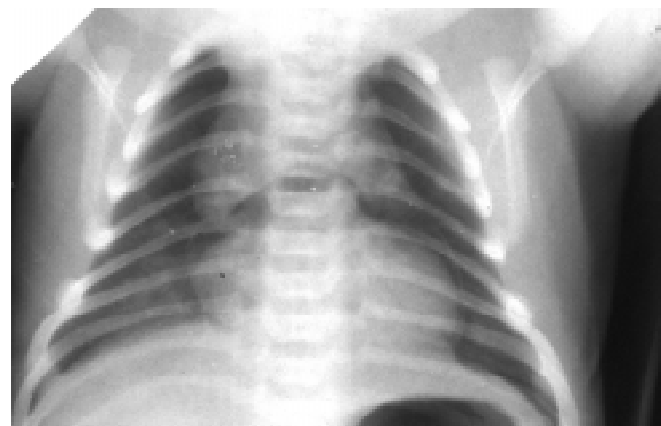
Хворий А., 23 доби. На рентгенограмі ОГК ознаки пневмомедіастинуму. Наявність повітря під частками вилочкової залози
